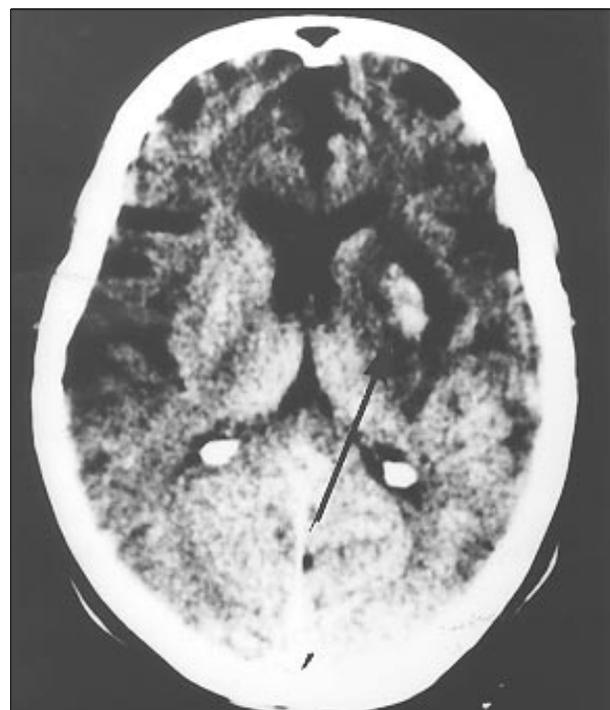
(Caso 1) Tomografia controle 24h pós-rt-PA (EV). Presença de hematoma intraparenquimatoso (seta) dentro de área isquêmica, sem manifestação clínica.
